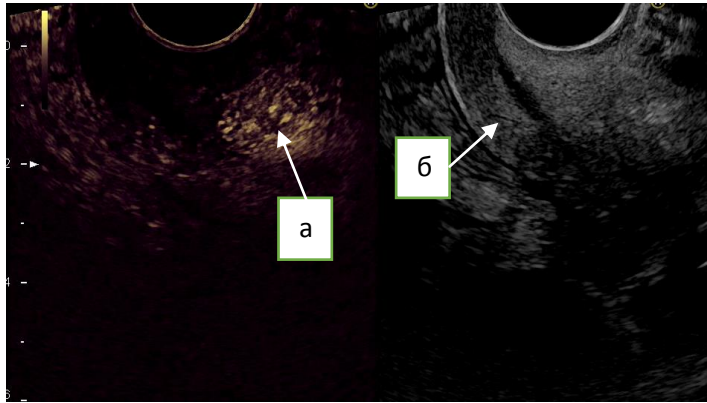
Ультразвуковая томограмма остаточной опухоли шейки матки при контрастном усилении через 3 месяца после окончания лучевой терапии: а) гиперваскуляризованная опухоль; б) неизмененная ткань шейки матки.
